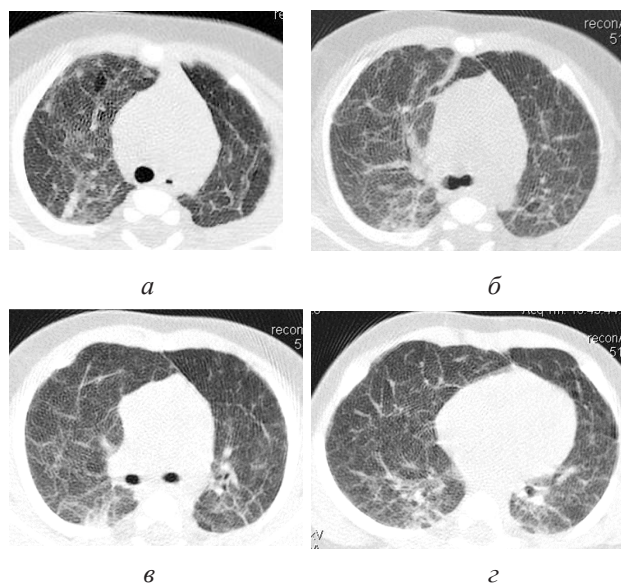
СКТ ОГК (аксіальні зрізи) недоношеної дитини в віці 6 міс. життя з БЛД II ст.: а-г – зниження прозорості легеневої тканини за рахунок пневмофіброзу переважно в базальних відділах; б – потовщення стінок субсегментарних бронхів; в-г – нерівномірне підвищення прозорості в передніх відділах з втисненням легеневої тканини в міжреберні проміжки; в – розширення правої легеневої артерії до 0,5–0,6 см
